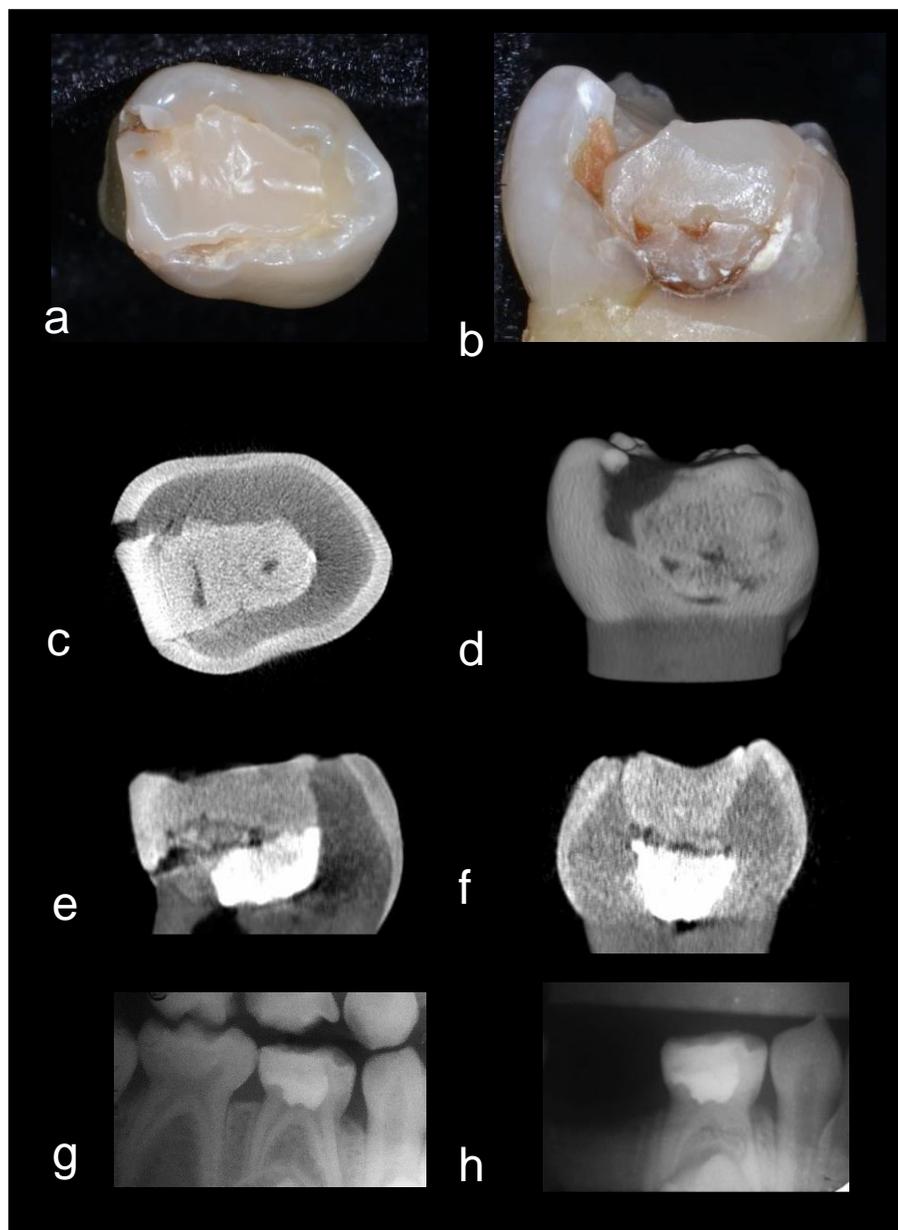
Dente 84 com restauração ocluso-distal após RTTC/ Pulpotomia: em (a) e (b), fotografais digitais; em (c), corte transversal através do Micro-CT; em (d), corte sagital; em (e) e (f), reconstrução 3D (Micro-CT); em (g), radiografia no baseline e em (h), radiografia com 39 meses.
